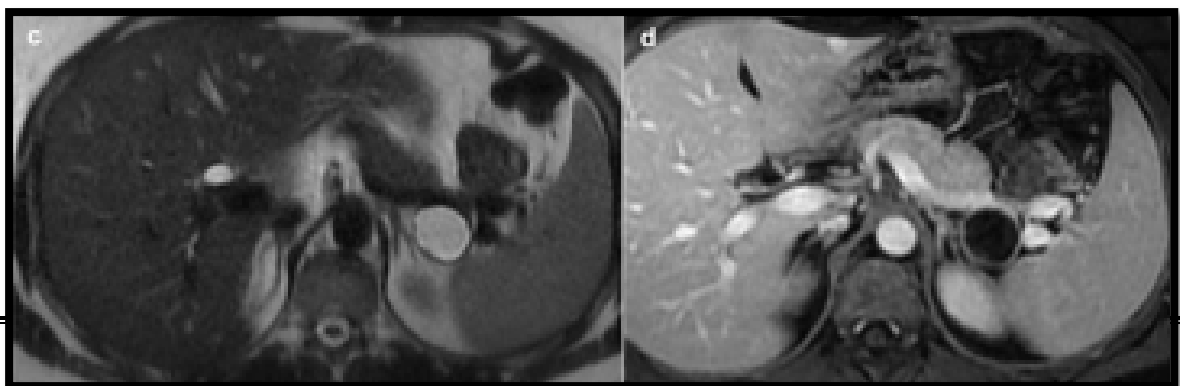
IRM en coupe axiale d'un cystadénome mucineux uniloculaire de la queue du pancréas apparaissant en hypersignal T2 (c) et en hyposignal avec rehaussement pariétal en séquence T1 après injection de Gadolinium (d) (78)
